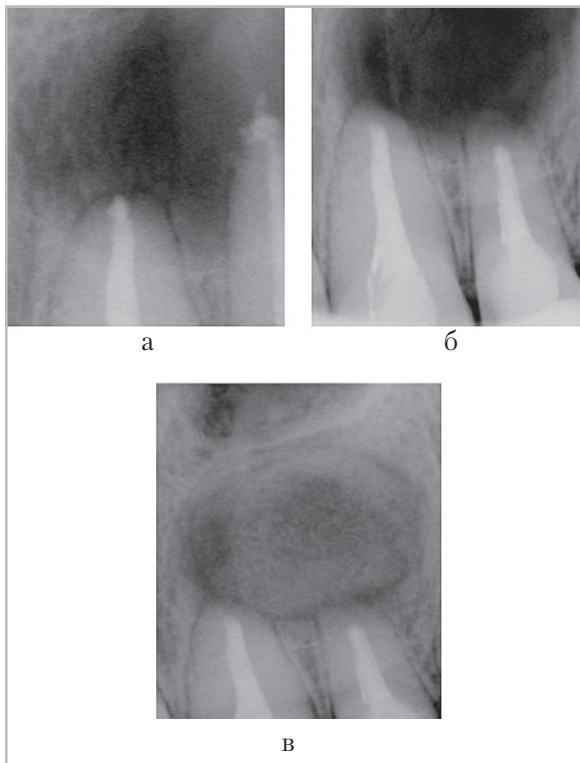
Микрофокусные рентгенограммы на интраоперационном этапе цистэктомии зубов на верхней челюсти: *а* — оценка расположения патологического образования до начала оперативного вмешательства; *б* — контроль удаления пломбирочного материала и оценка состояния резецированных верхушек зубов 2.2, 2.3; *в* — качество заполнения остеопластическим материалом костного дефекта на завершающем этапе оперативного вмешательства
